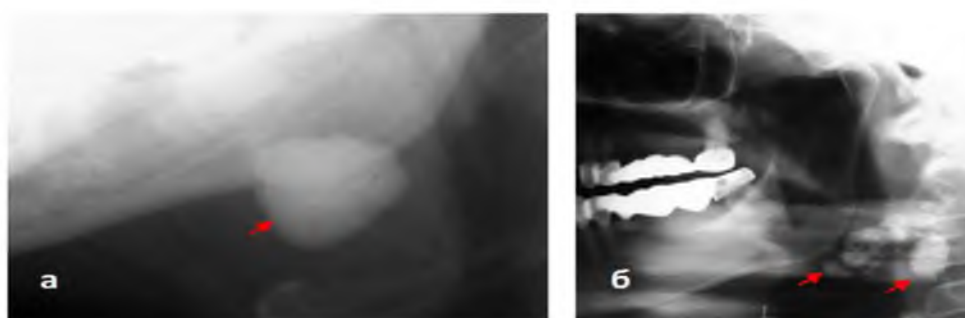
Рентгенологические тени в проекции слюнных желёз у пациентов с остеомой нижней челюсти (а) и петрифицированными лимфатическими узлами (б) после перенесённого в детстве туберкулёза, которые могут быть истолкованы в качестве конкрементов.
